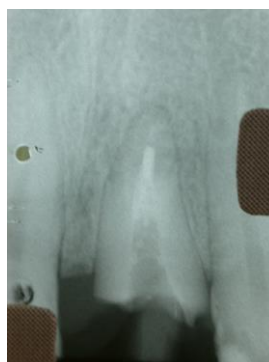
Radiografia periapical da unidade 21
